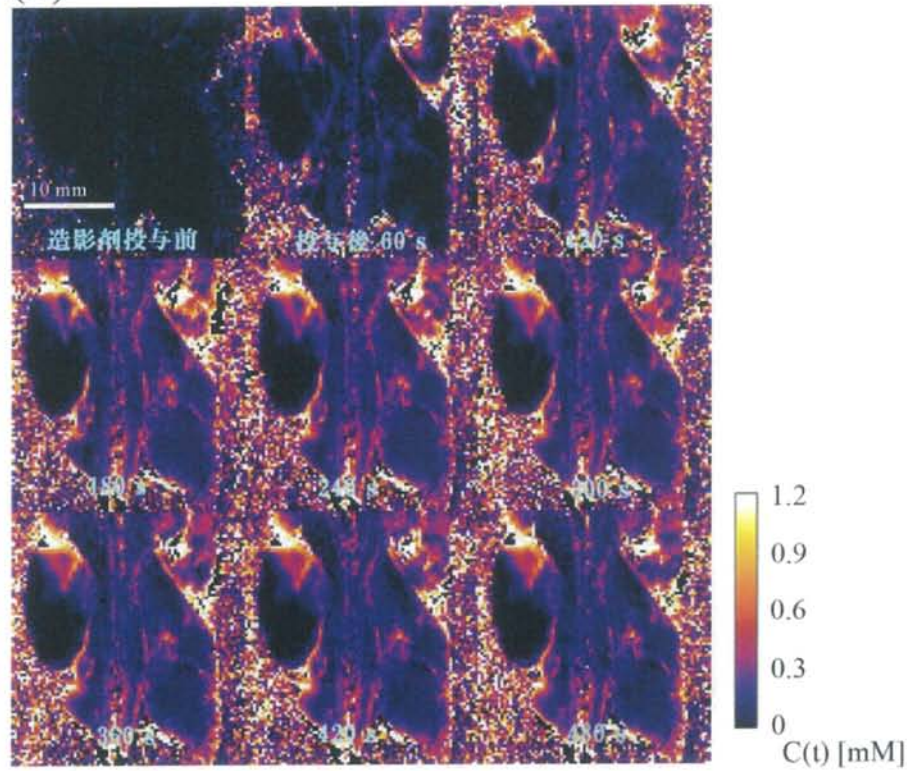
3D FLASH による DCE-MRI より得られたマウス矢状断面 $S(t)$ 画像 (抜粋) (a)。 (a) に対応した $C(t)$ map (b)。
